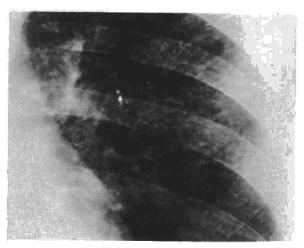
Radiografía de tórax, con patrón difuso micronodular tipo miliar.
